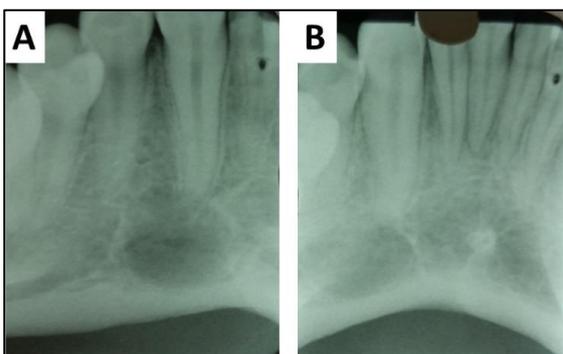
(A) Radiografia periapical inicial: revela radiopacidades semelhantes a trabéculas ósseas no interior da área osteolítica e aspecto bem delimitado da lesão; (B) Radiografia periapical obtida com variação da angulação horizontal dos raios X: demonstra integridade da lâmina dura no ápice do dente 43.
